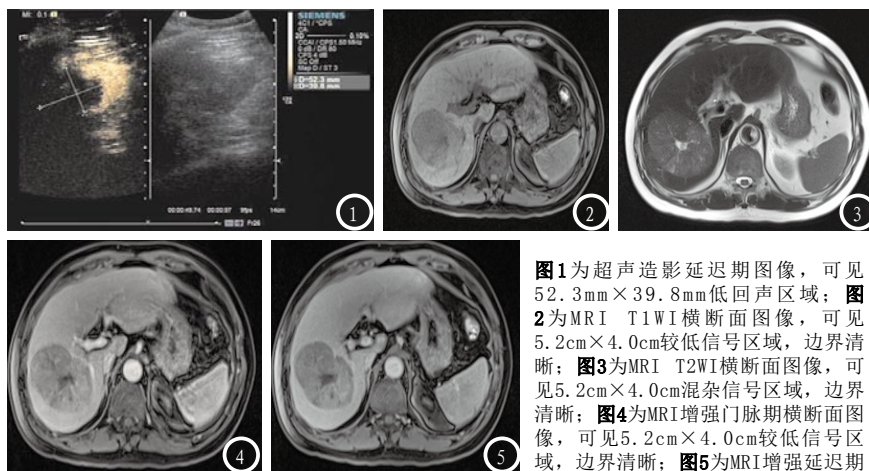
图1为超声造影延迟期图像,可见5.2cm×3.9.8mm低回声区域;图2为MRI T1WI横断面图像,可见5.2cm×4.0cm较低信号区域,边界清晰;图3为MRI T2WI横断面图像,可见5.2cm×4.0cm混杂信号区域,边界清晰;图4为MRI增强门脉期横断面图像,可见5.2cm×4.0cm较低信号区域,边界清晰;图5为MRI增强延迟期图像,横断面可见5.2cm×4.0cm低信号区域,比肝实质信号低,边界清晰。
